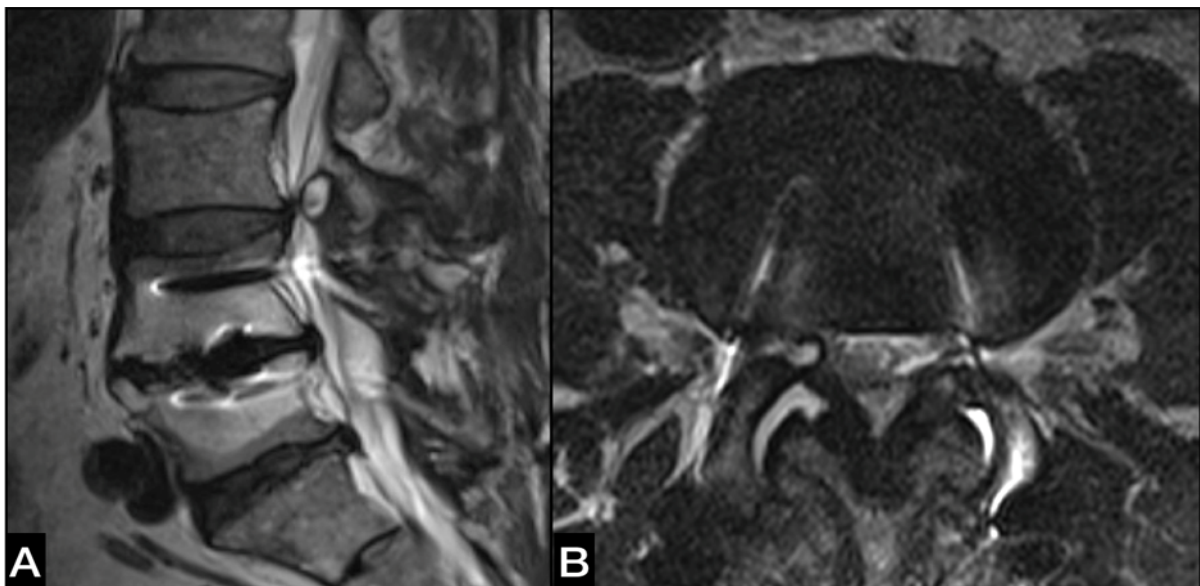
МРТ исследование пациента 62 лет через 6 лет после спондилодеза $L_{IV}-L_V$. Умеренная дегенерация смежного диска $L_{III}-L_{IV}$ (А). Выраженный спондилоартроз, выпот в полости межпозвонковых суставов, артикулярная киста (В)
